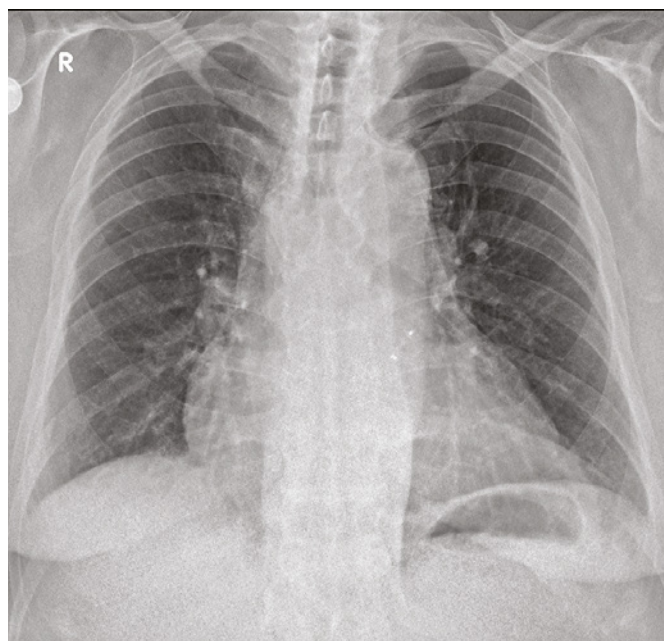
CT plic červenec 2020 – regrese bilaterálních plicních infiltrátů s reziduálními oboustrannými výpotky
